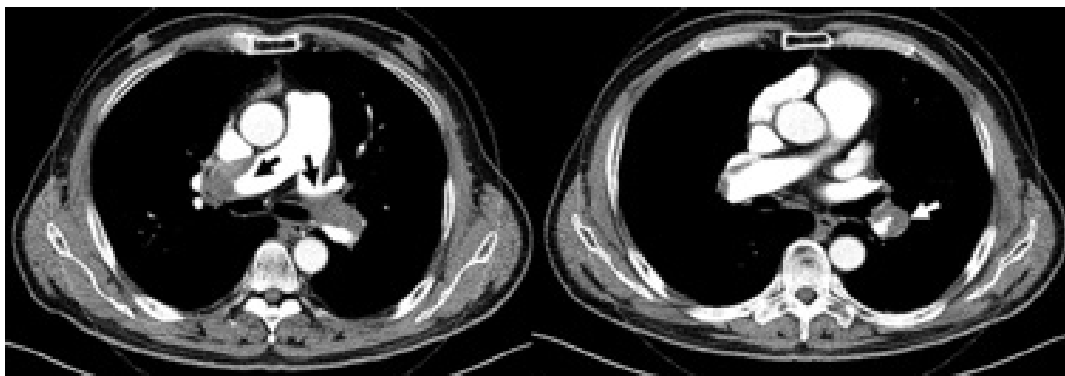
만성혈전색전폐고혈압의 가슴 컴퓨터단층촬영 사진. 화살표가 폐동맥근위부의 병변이고 수술적 치료가 가능한 환자로 사료된다.
